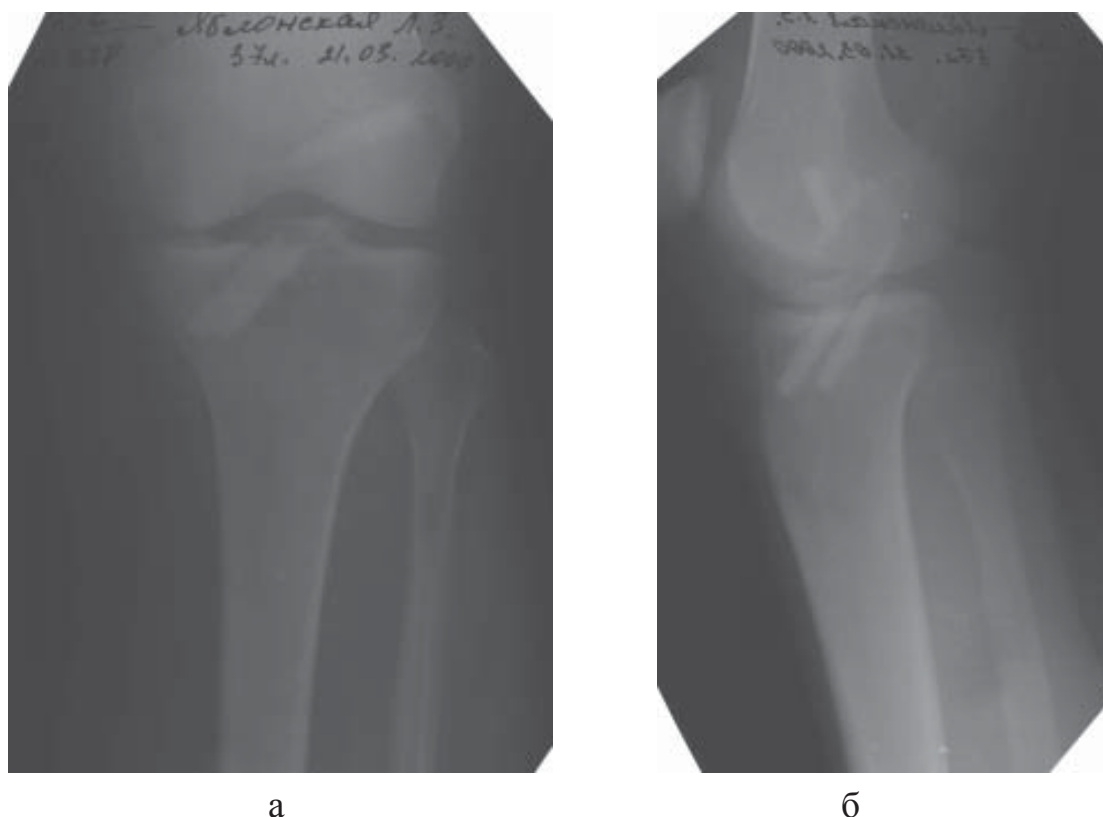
Рентгенограммы левого коленного сустава б-ной Я., ист. бол. № 61228, после операции.
